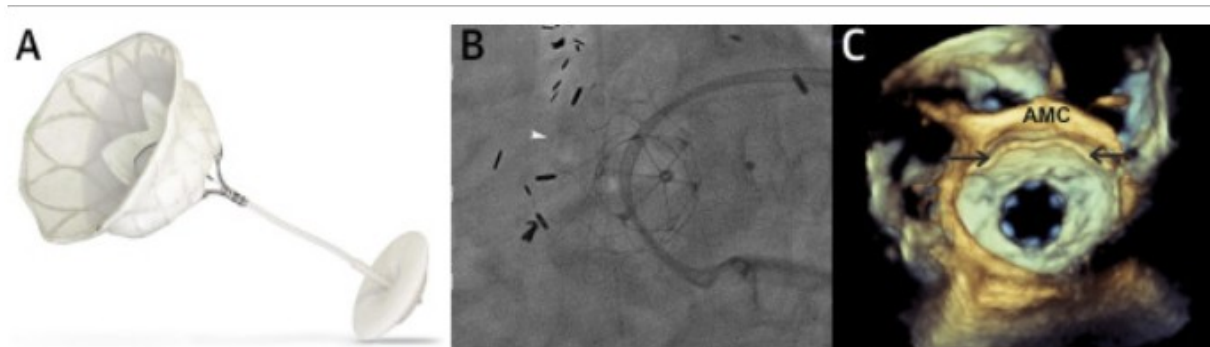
prothèse TENDYNE (A), avec vue fluoroscopique (B) et échographique 3D (C)
